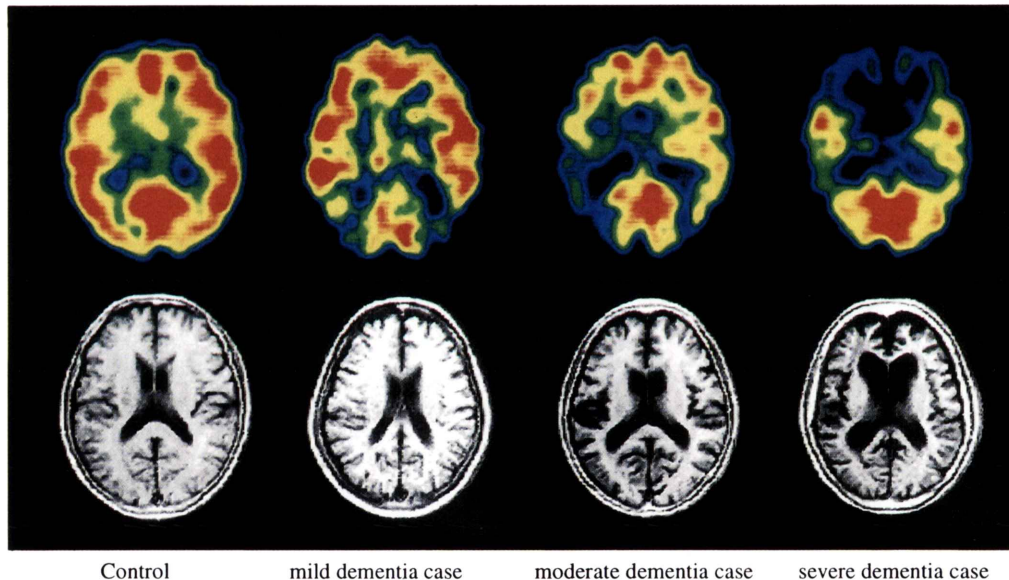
IMP ARG rCBF and MRI T₁ images.
